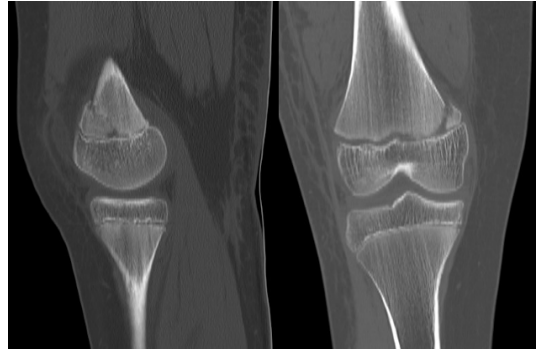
TAC de rodilla que demuestra fractura no articular de fémur distal
